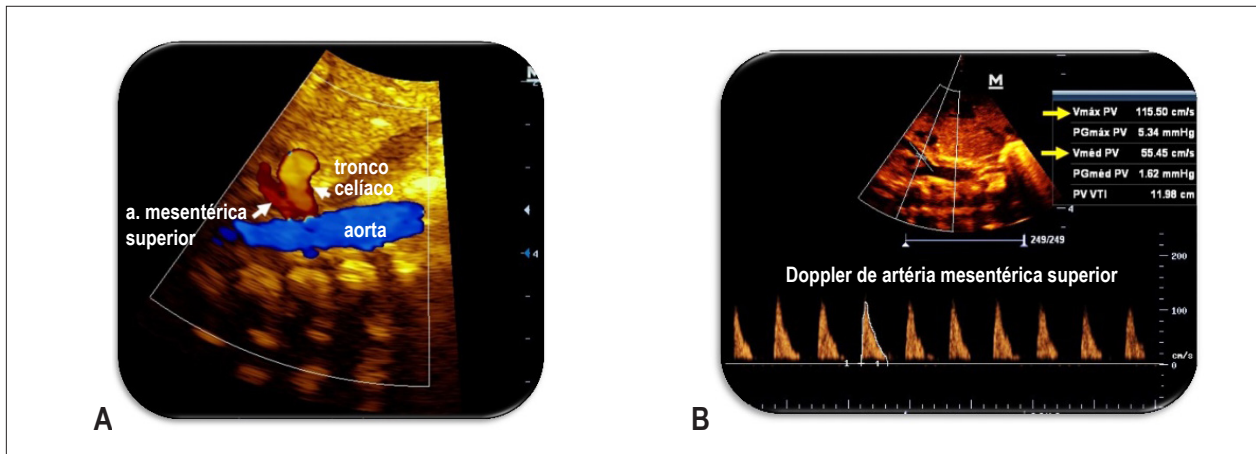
A: Fluxo em aorta abdominal, mesentérica superior e tronco celíaco ao mapeamento de fluxo em cores; B: Fluxo em artéria mesentérica superior ao Doppler pulsátil, obtido após correção do ângulo entre o fluxo da referida artéria e o feixe de ultrassom. Velocidade sistólica máxima de 115,5 cm/s, velocidade diastólica final de 0 cm/s e velocidade média de 55,45 cm/s, resultando em índice de pulsatilidade de 2,08. Recém-nascido com idade gestacional de 28 semanas e 5 dias, com canal arterial de 2,2 mm; exame realizado com 14 horas de vida. Fonte: Arquivo pessoal da autora AMRS.
